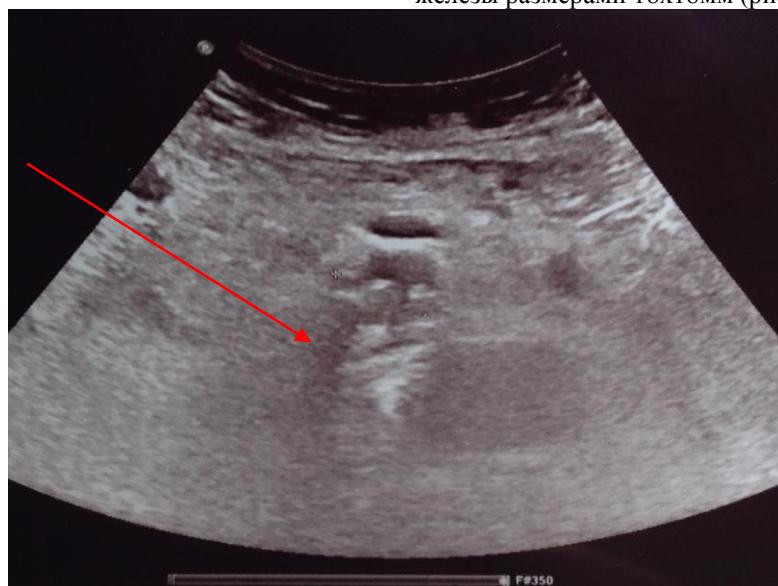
УЗИ, остаточная зона инфильтративных изменений в проекции корня брыжейки тонкой кишки.
